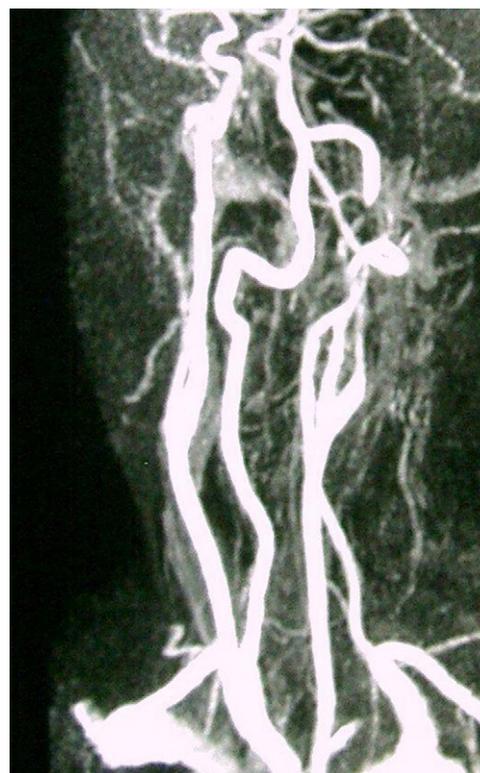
Angiografía por resonancia magnética de troncos supraaórticos: muestra irregularidad y disminución de calibre en la porción posbulbar de la arteria carótida interna izquierda, indicativo de disección.
